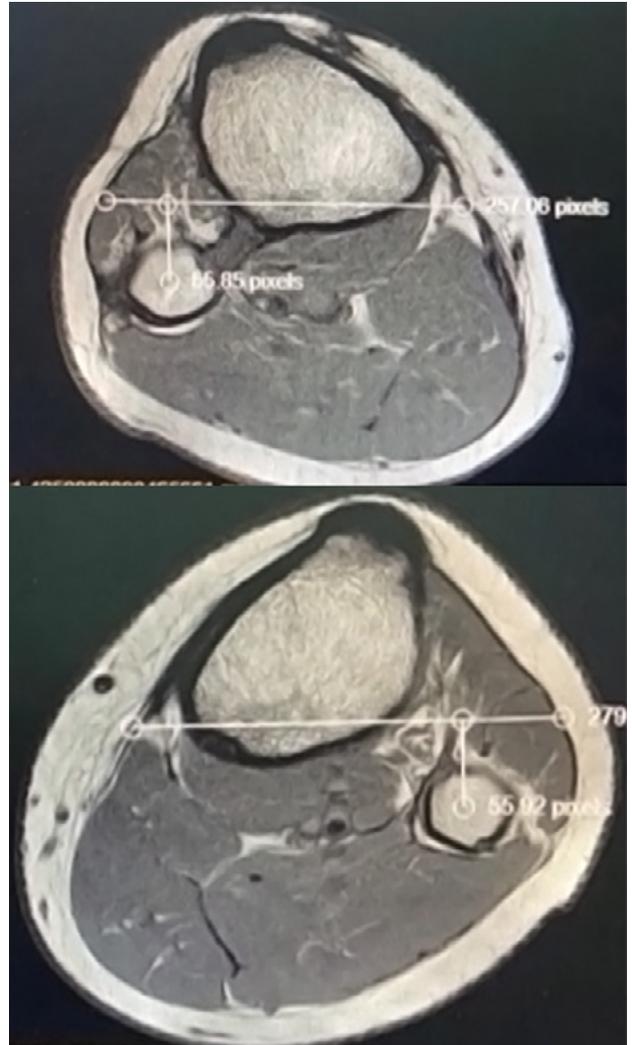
Resonancia magnética de control. Corte axial. Se observa igual distancia tibioperonea en ambas rodillas.
